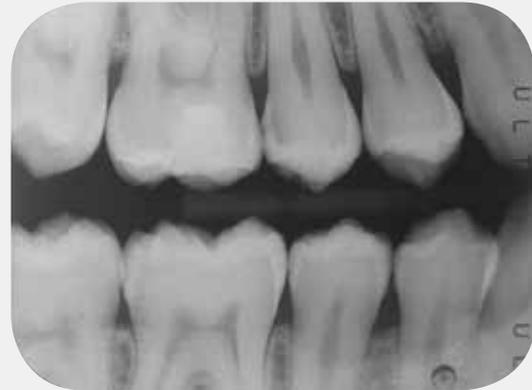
Radiografia endorale iniziale che evidenzia la presenza di carie inter-prossimali tra gli elementi 1.6 e 1.5.
